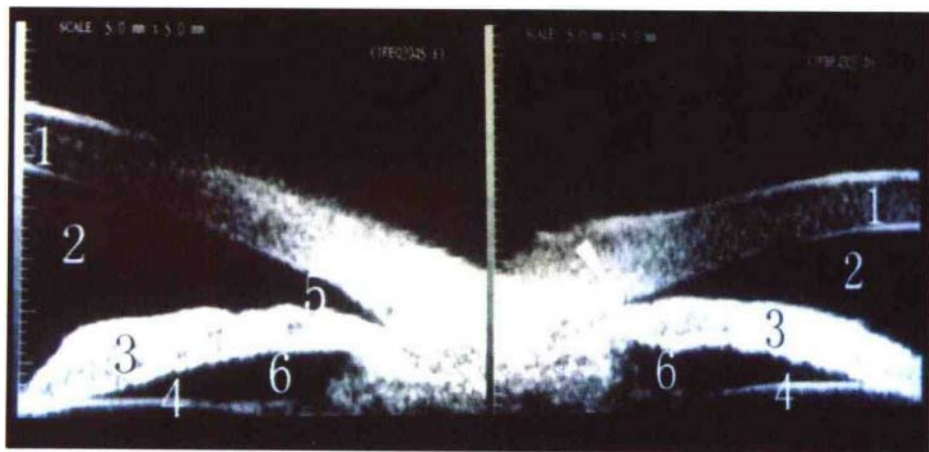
利用超声显微镜(50MHz)显示眼前节声像图
